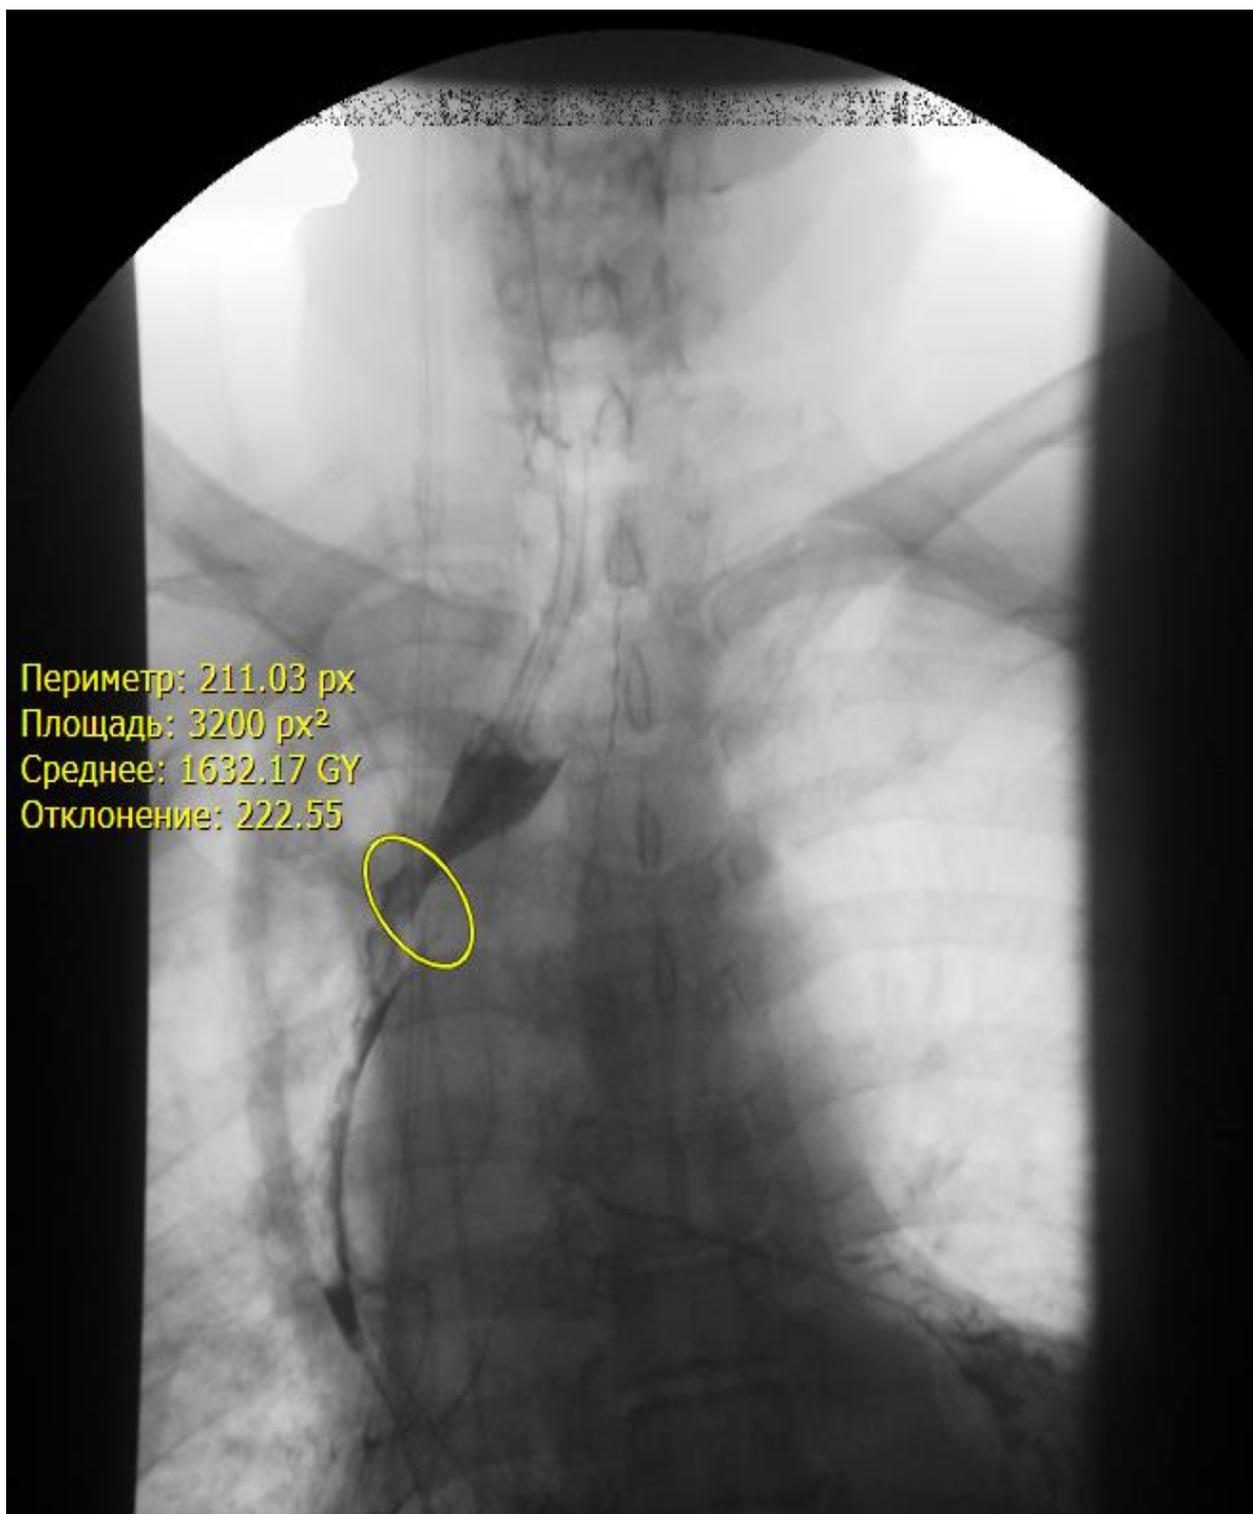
Рентгенография пищевода с контрастированием
